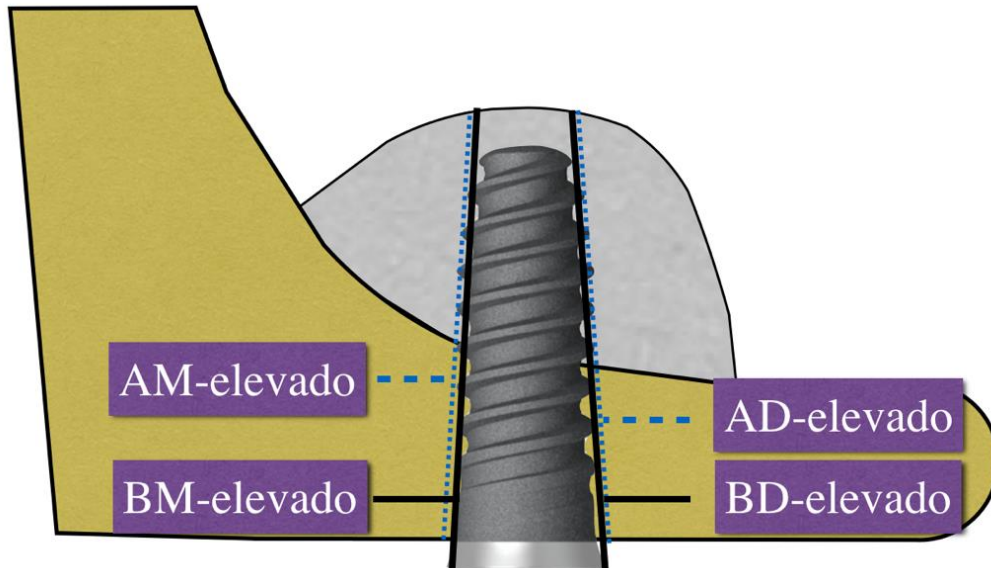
Variables analizadas en la radiografía panorámica realizada tras 18 meses después de la cirugía.
